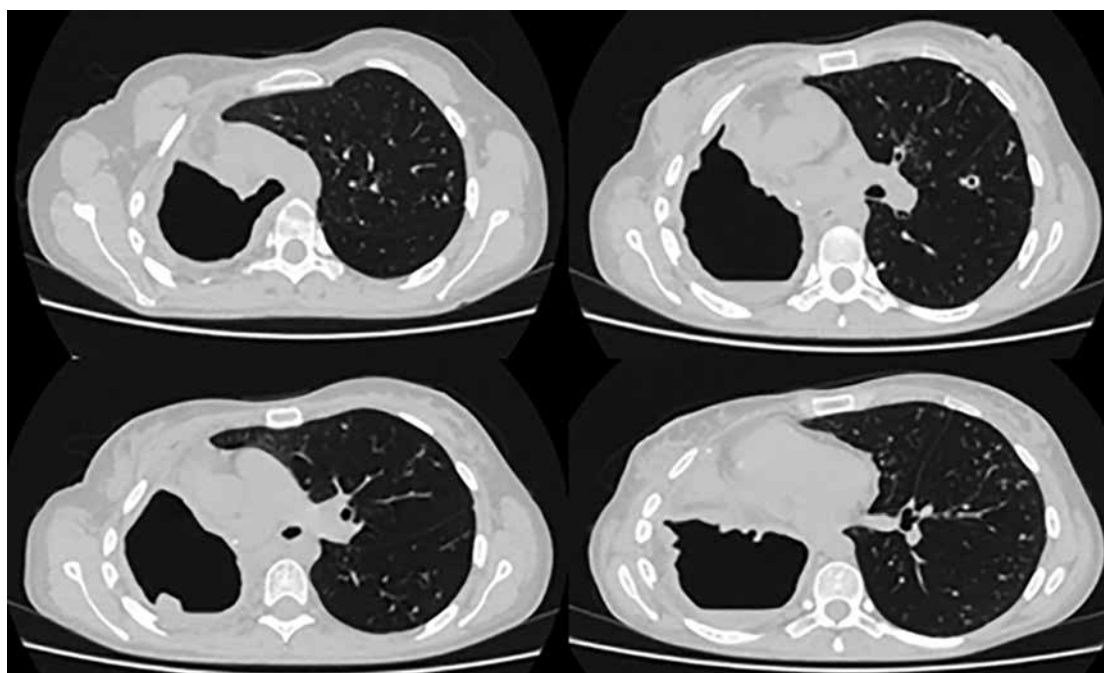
Компьютерная томограмма пациентки с несостоятельностью культи правого главного бронха, очаговым обсеменением единственного левого легкого
